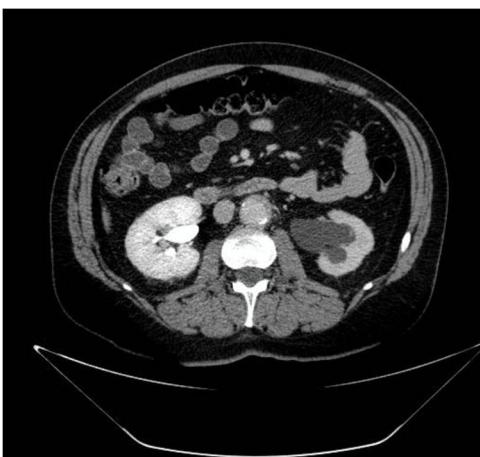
Tomografía computarizada donde se observa dilatación pielocalcial del riñón izquierdo y una masa de partes blandas que rodea a la aorta.
